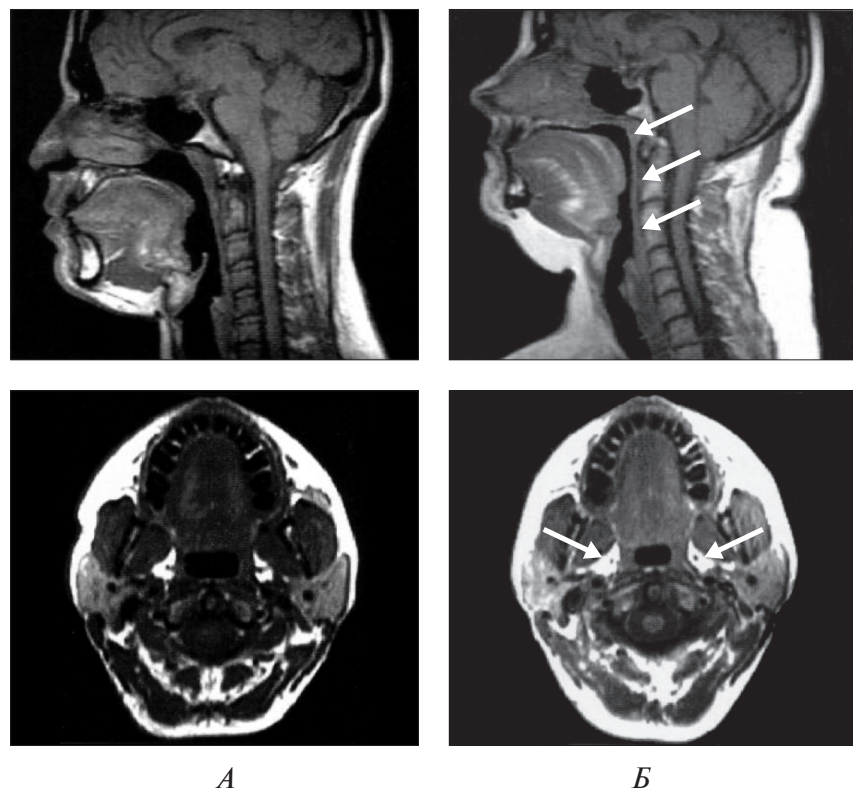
Сагиттальный и поперечный срез головы в норме (А) и у пациента с ожирением и тяжелой степенью СОАС (Б). Отложения жира отображаются белым цветом. Магнитно-резонансная томография [3].
